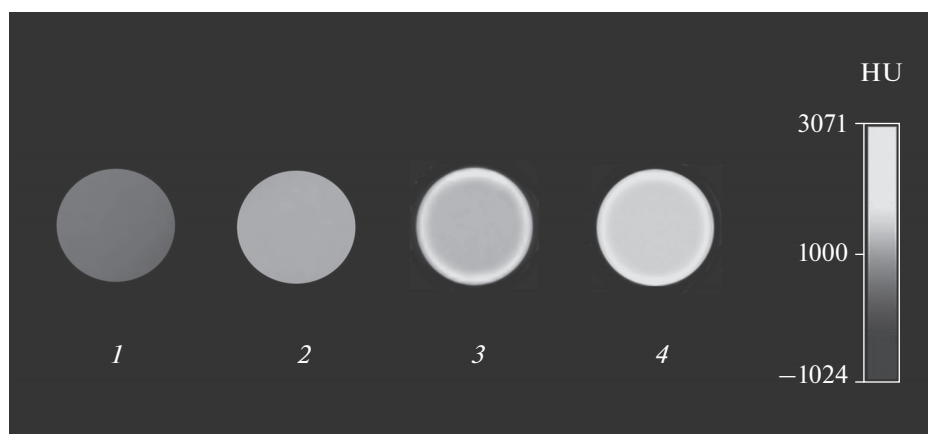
Рентгеноконтрастность по шкале Хаунсфилда, НУ: губчатая костная ткань (1); компактная костная ткань (2); образец керамики, состав 5 (3); образец керамики, состав 4 (4).
